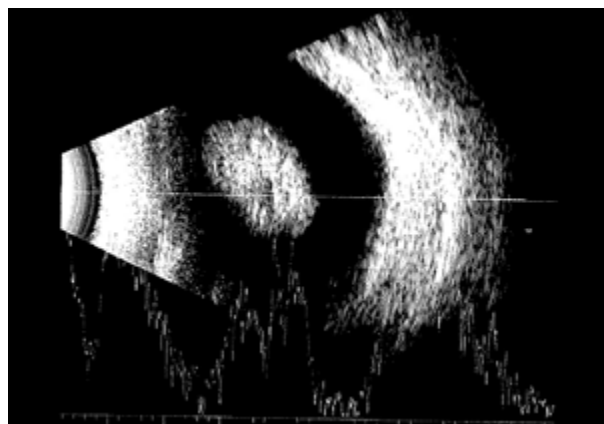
Ecografía ocular realizada en ojo izquierdo (Junio 2018).
